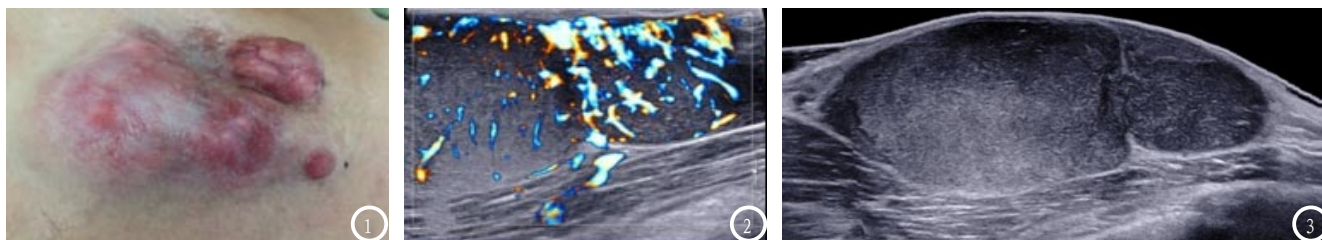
27岁男性,发现右侧胸壁肿物9年,逐渐增大2年。图1 右侧胸壁多发紫红色结节,突出皮肤;图2 超声扩展成像显示皮下组织分叶状低回声包块,边界清晰,内部回声均匀,皮肤明显变薄;图3 彩色多普勒超声显示包块周边及内部丰富的血流信号。
